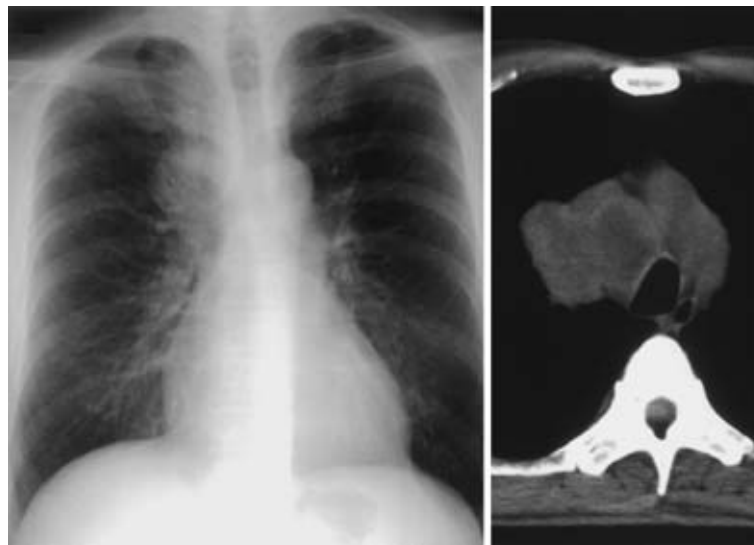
Chest radiograph on admission (left) shows a nodular shadow adjuvant to the mediastinum in the right upper lung field. Chest CT scan on admission (right) shows a solitary nodule and ipsilateral mediastinal lymphadenopathy.
